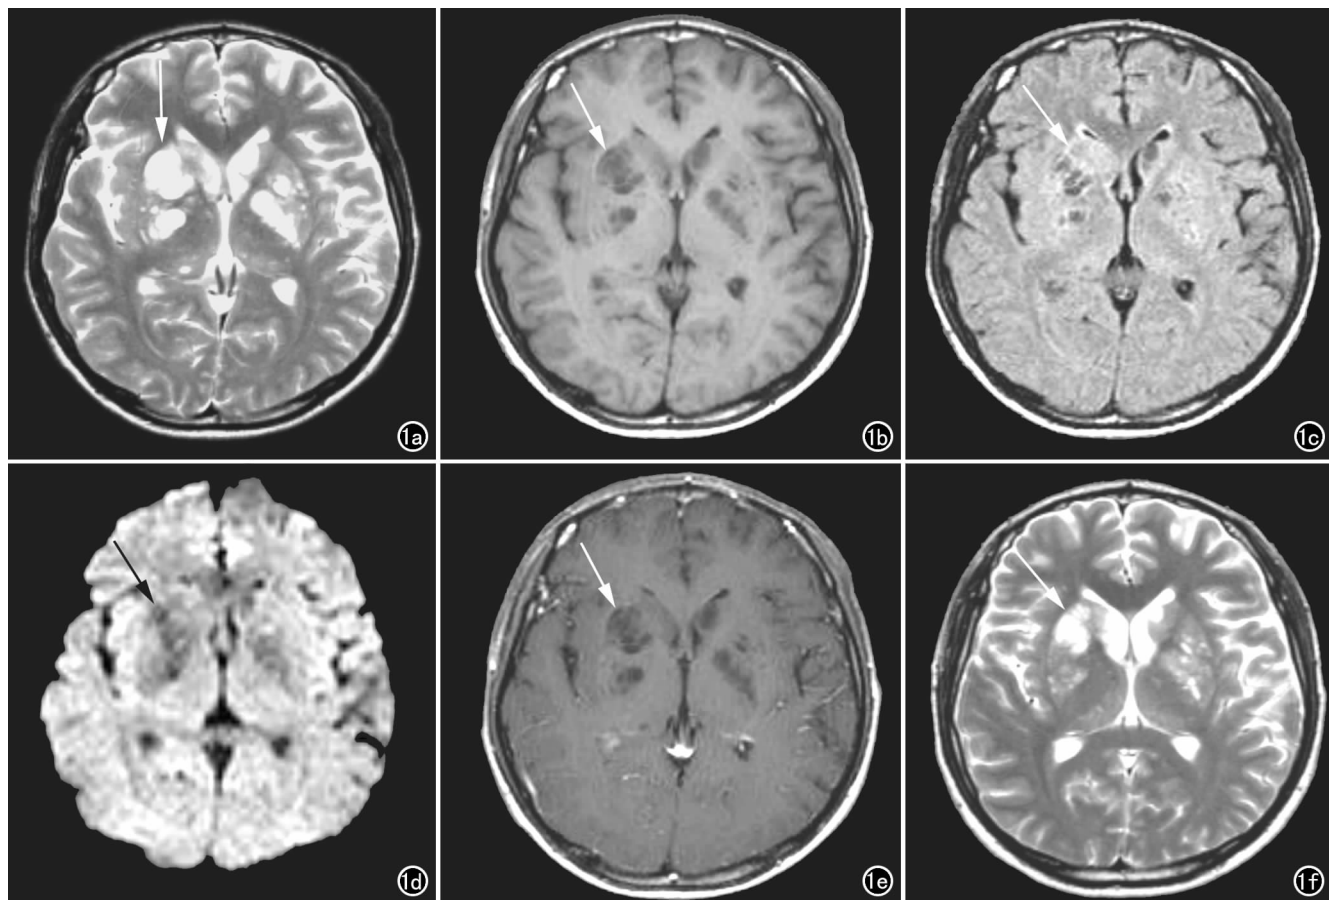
AIDS 患者,男性,33 岁。a) T_2 WI 示两侧基底节区多发类圆形高信号影(箭),提示典型胶样假囊;b) T_1 WI 示两侧基底节区多发类圆形低信号影(箭);c) FLAIR 示两侧基底节区多发类圆形低信号影(箭);d) DWI 示两侧基底节区多发类圆形低信号影(箭);e) 增强 T_1 WI 示病灶无明显强化(箭);f) 经抗真菌及 HARRT 1.5 个月后,两侧基底节区病变有所减轻(箭)。
